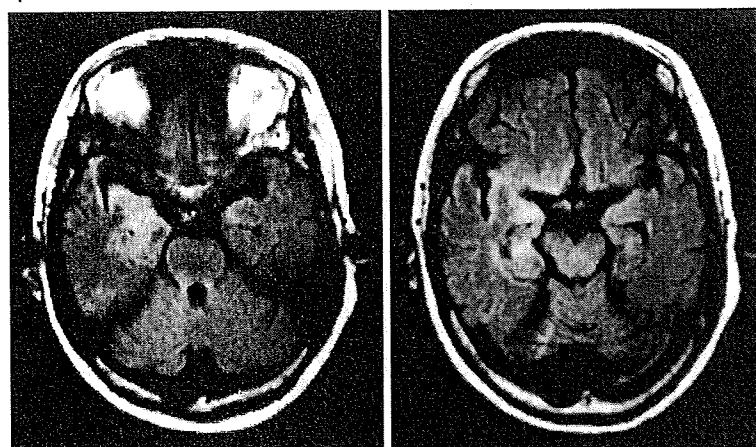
HSE の MRI 画像 (FLAIR 画像)
